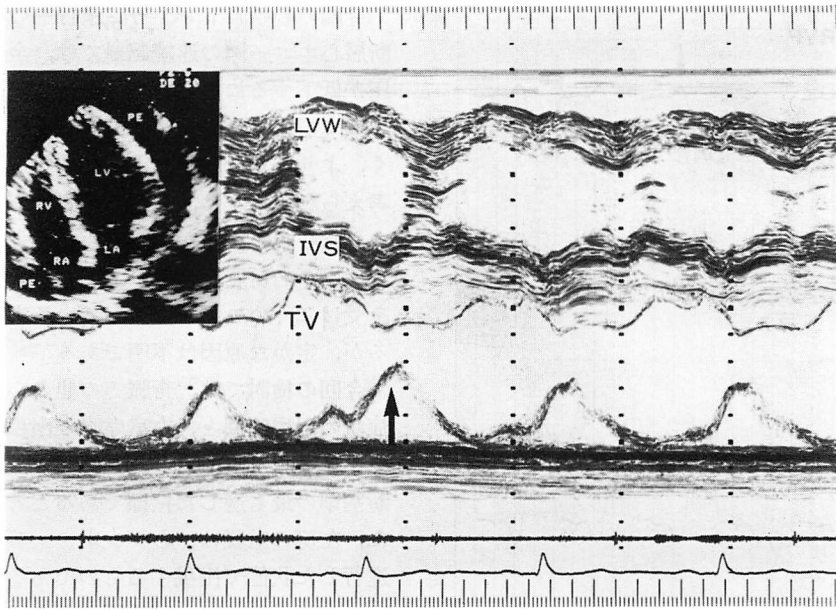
M-mode echocardiogram from a patient with cardiac tamponade.
